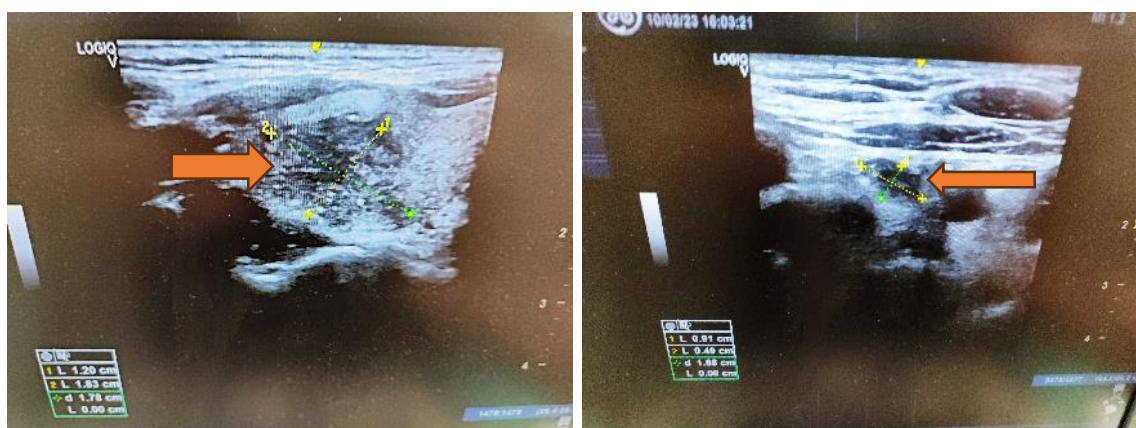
Дооперационное УЗИ (стрелками обозначены слева – узел папиллярного рака правой доли, справа- лимфатический узел правого сосудисто-нервного пучка шеи с метастазами папиллярного рака)
